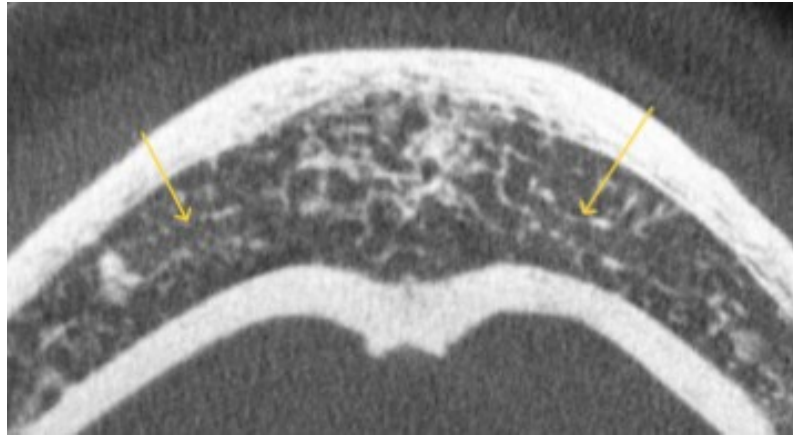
Coupe horizontale de cone beam illustrant des canaux incisifs mandibulaires bilatéraux (images provenant du cabinet du Dr Hubert Legrand).
